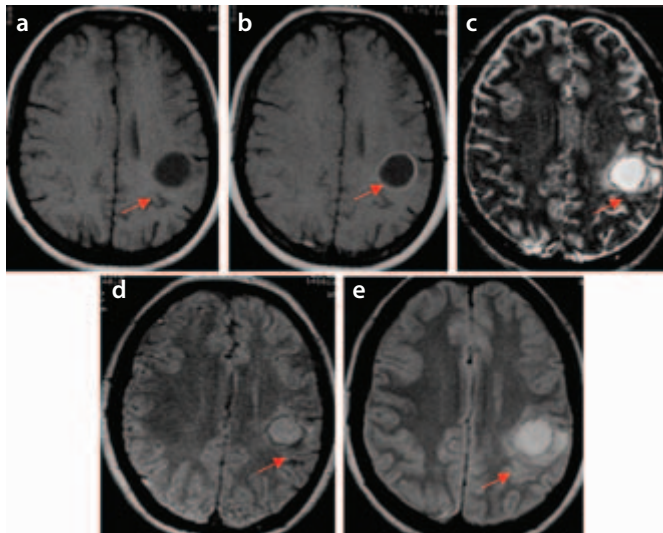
Quiste vesicular coloidal localizado en la circunvolución postcentral. a) RM: secuencia axial ponderada en T1. Imagen redonda hipointensa. b) RM: secuencia axial ponderada en T1 con administración de medio de contraste. Imagen redonda con anillo periférico hiperintenso. c) RM: secuencia axial ponderada en T2. d) Secuencia axial FLAIR. e) Secuencia axial en densidad de protones. En c), d) y e): imagen redonda con incremento en su señal respecto a la sustancia gris, con pared delgada y edema perilesional.
